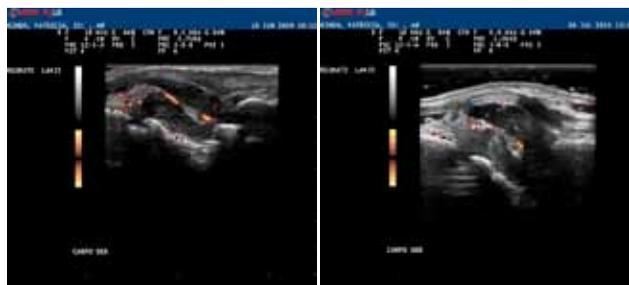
Ultrasonografía. La Ultrasonografía mostró disminución de derrame articular de la muñeca y de la señal Doppler, de grado III en junio de 2009 (A) al grado II en julio de 2010 (B).
